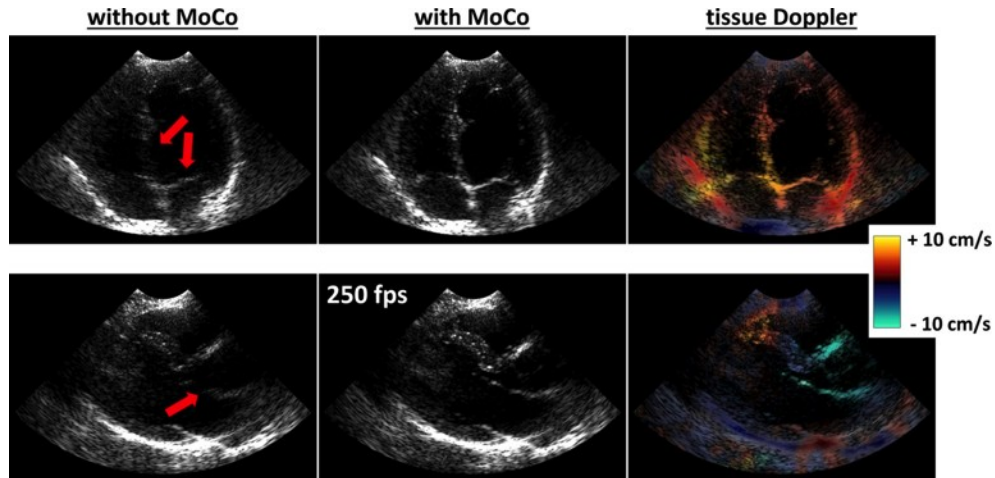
Motion-compensation for high-contrast high-frame-rate echocardiography of the left ventricle.* The sequence described in this study (32 90°-wide circular diverging beams, tilts from -25° to +25°, triangle sequence, 250 frames/s) was tested in the left ventricle of a healthy volunteer. Coherent compounding was performed without or with MoCo. The thick arrows indicate regions where MoCo had critical advantages. The 3rd column displays tissue Doppler images measured during the MoCo process (Eq. 7.8). In general, the effect of MoCo was more manifest in fast-moving tissues. Top row: apical 4-chamber view at peak systole; bottom row: parasternal long-axis view at peak systole. Online movies are also available in the supplementary materials.
